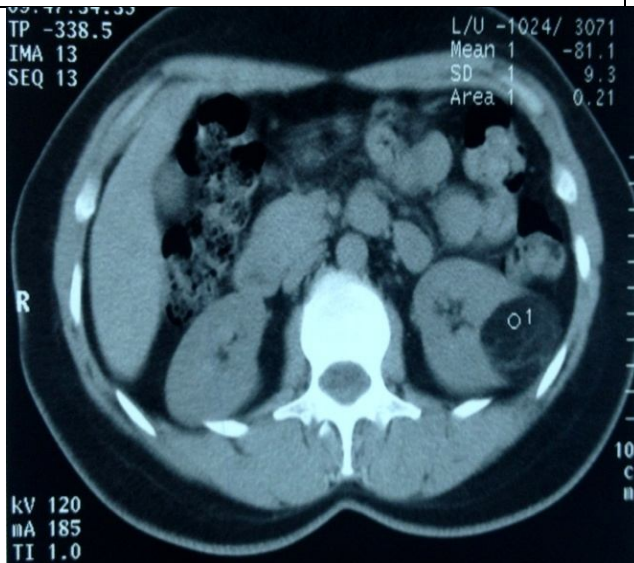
TDM réalisée en 2005 : AML rénal gauche à fort contingent grasseux (35/32 mm).
